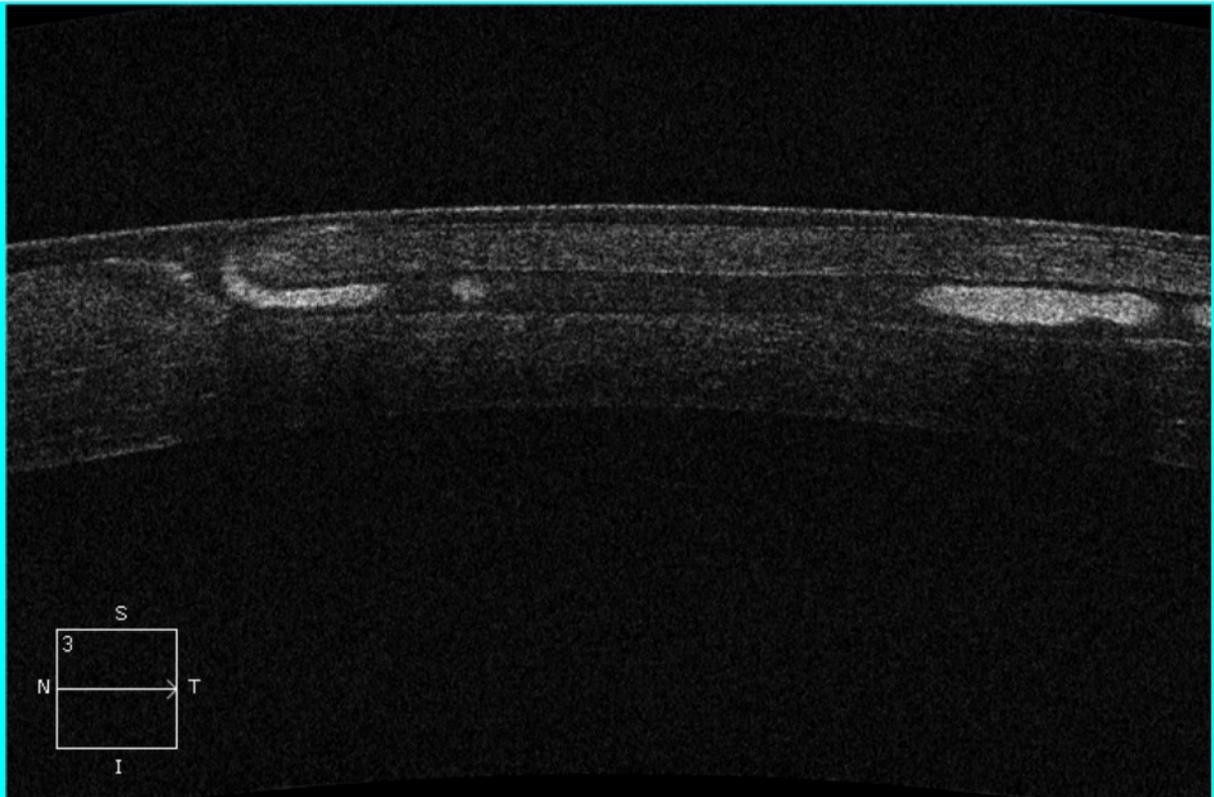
Tomografia de coerência óptica demonstrando opacidade abaixo do flap.
